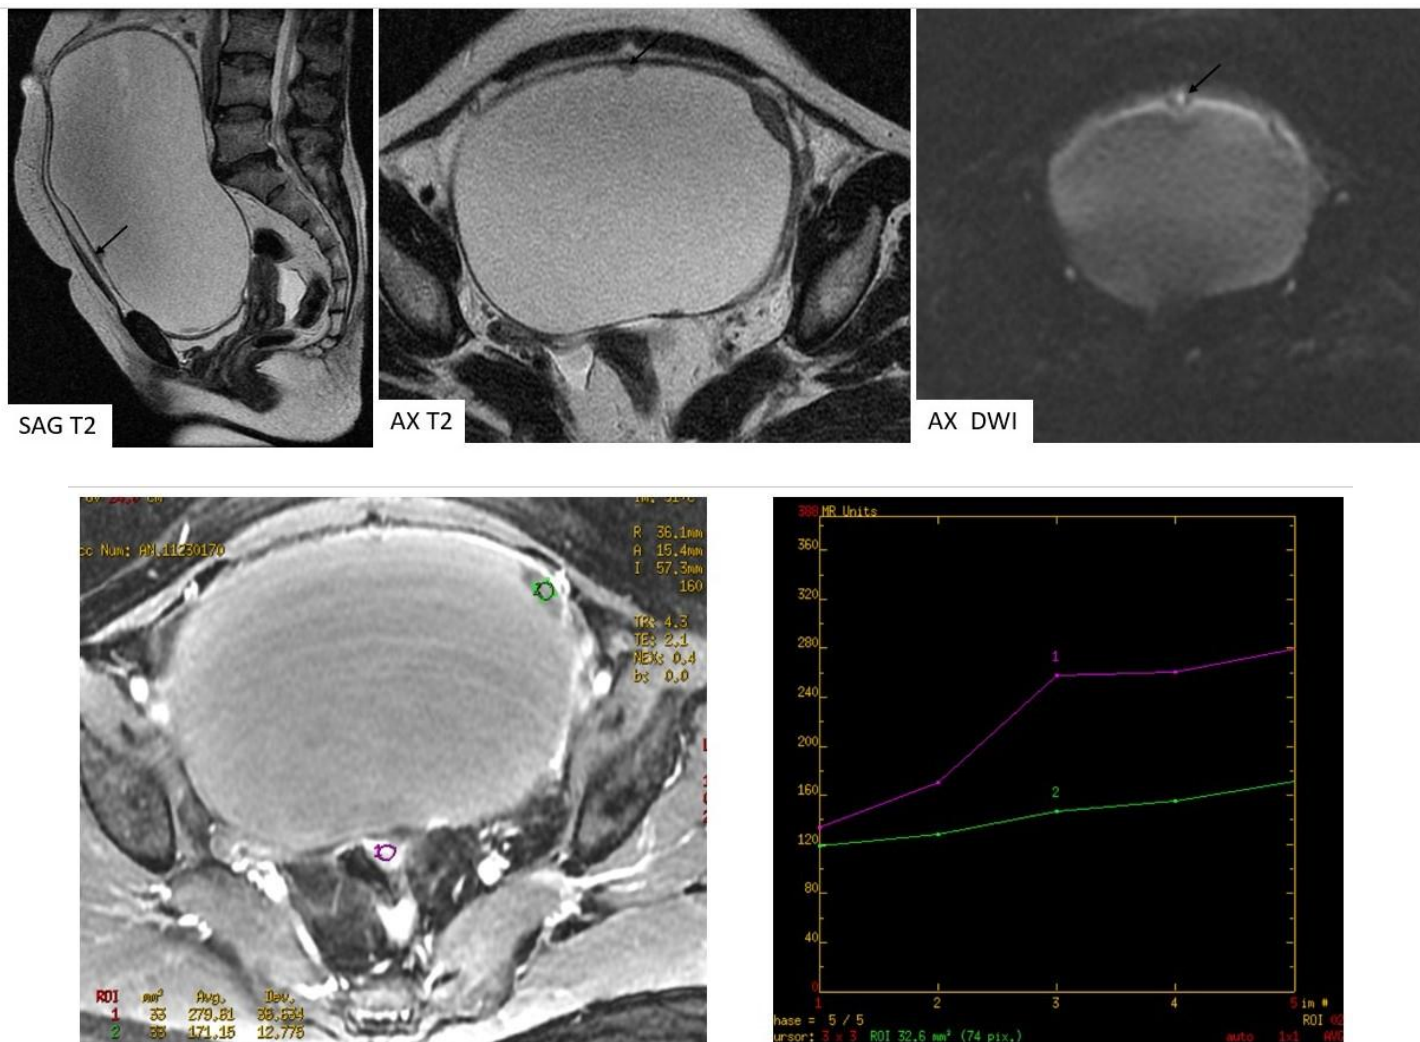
IRM pelvienne montrant une volumineuse masse tumorale ovarienne gauche pouvant être en rapport avec un cystadénome séreux Borderline, vu l'aspect uniloculaire et la présence de végétations (flèche noire) présentant les critères d'une tumeur borderline.
